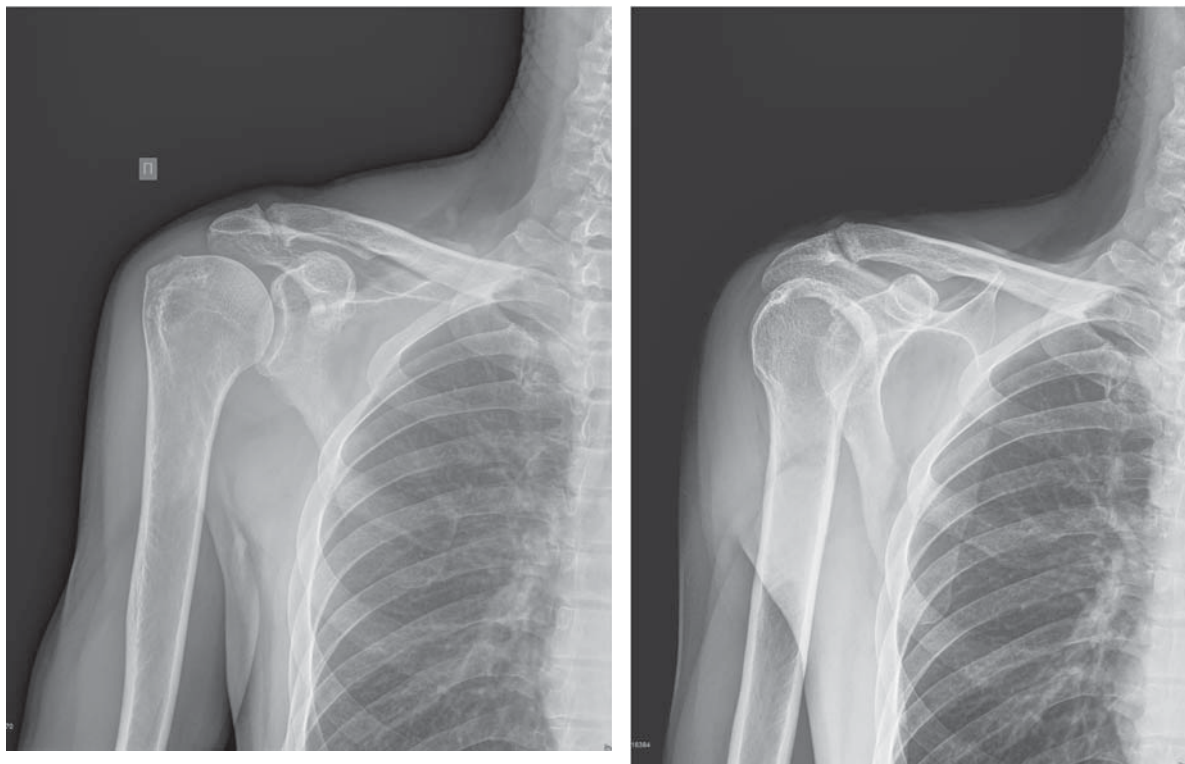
Рентгенограммы плечевого сустава в 2-х проекциях (прямая и аксиальная) пациента П. до операции: а – прямая проекция; б – аксиальная проекция.
